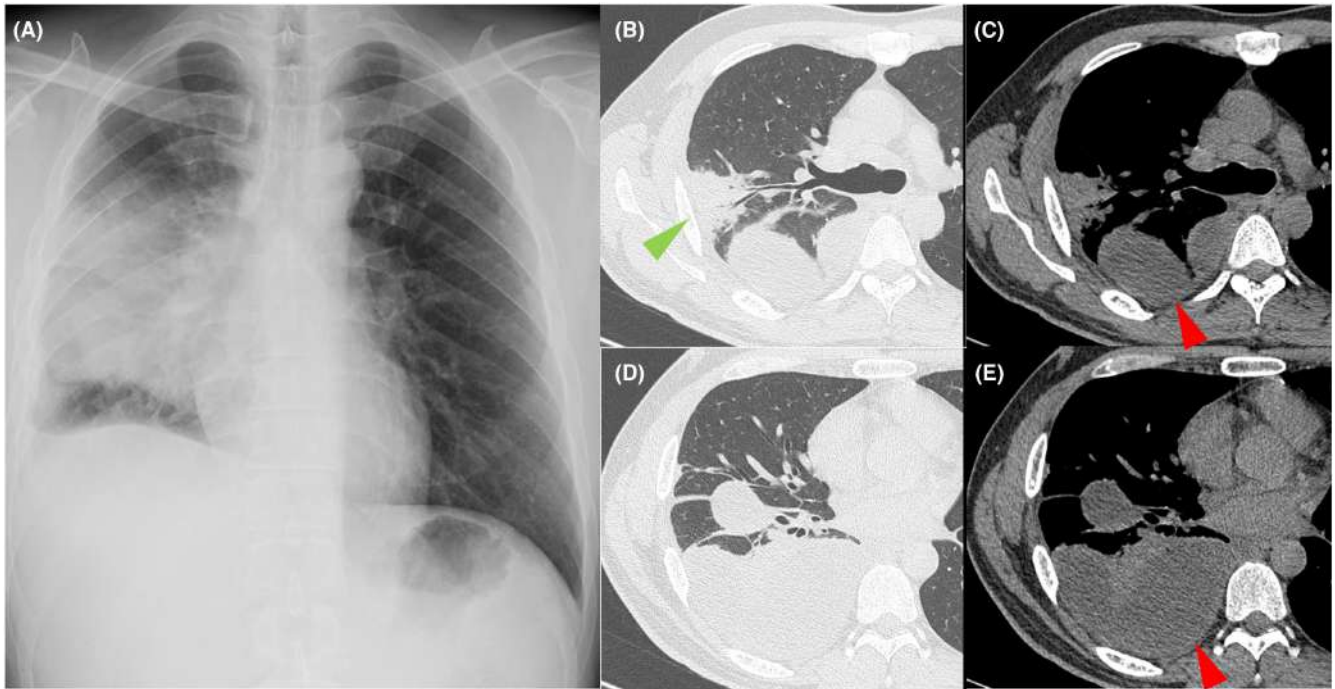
Chest imaging findings on admission. (A) The chest radiograph reveals decreased permeability in the right lung field and an elevated right diaphragm. (B–E) Chest computed tomography reveals a lung abscess in the right upper lobe (green arrowhead) and large dorsal encapsulated pleural effusions (red arrowheads) that also extend into interlober spaces. Images (B) and (D) show the lung window, and images (C) and (E) show the plain mediastinal window.
